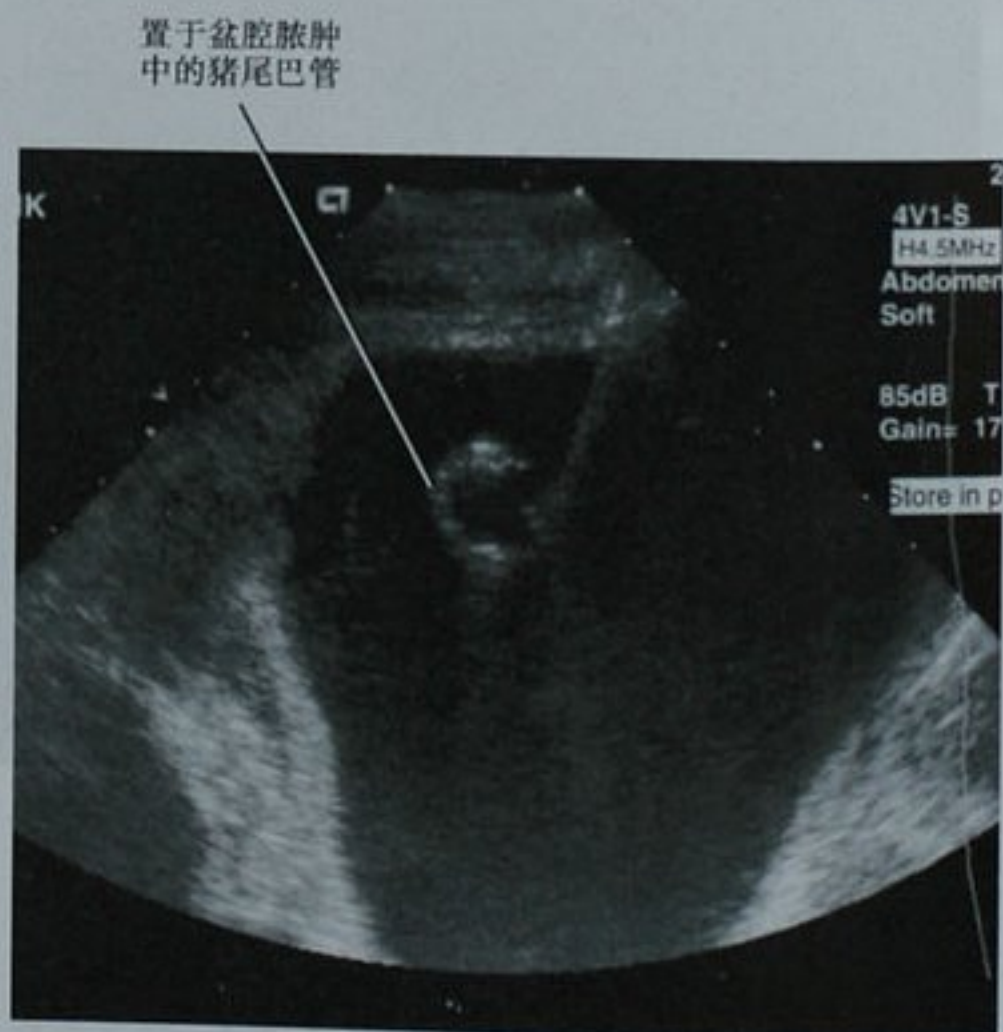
超声引导成功地将猪尾巴引流管放置到盆腔的脓肿中。因为病变表浅和脓液的低回声特性,导管可以清晰显示
